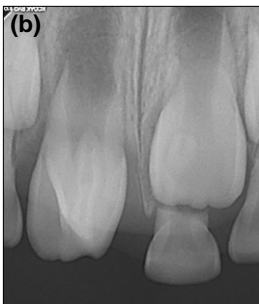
Initial radiograph. (a) Panoramic radiography showed the concomitant occurrence of talon cusp and dens invaginatus in the right maxillary central incisor. (b) Periapical radiography showed the immature right maxillary central incisor with dens invaginatus.
